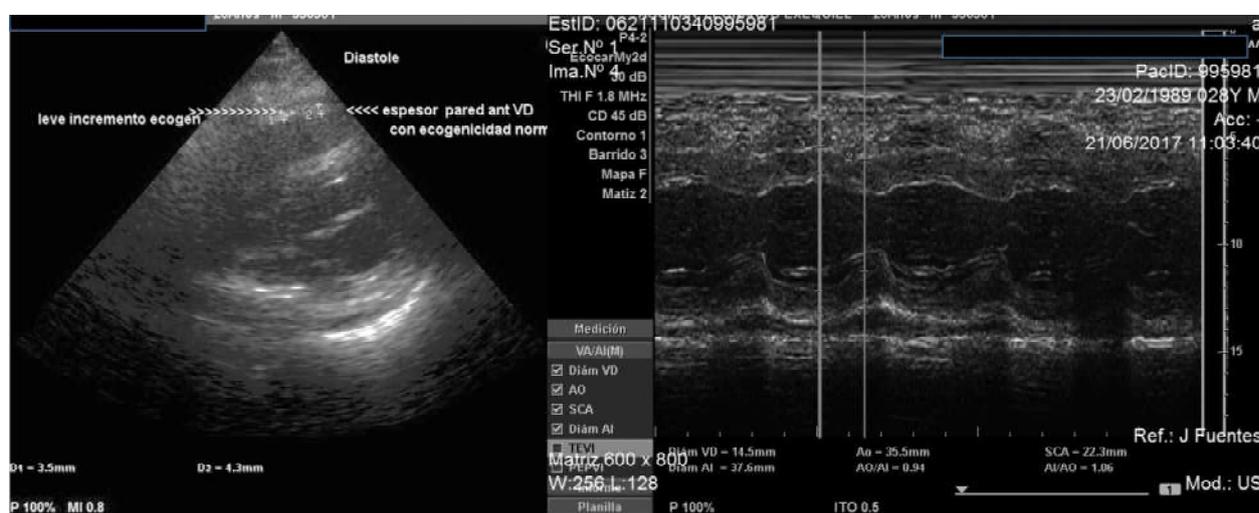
Ecocardiograma ambulatorio a los 12 días del alta.
